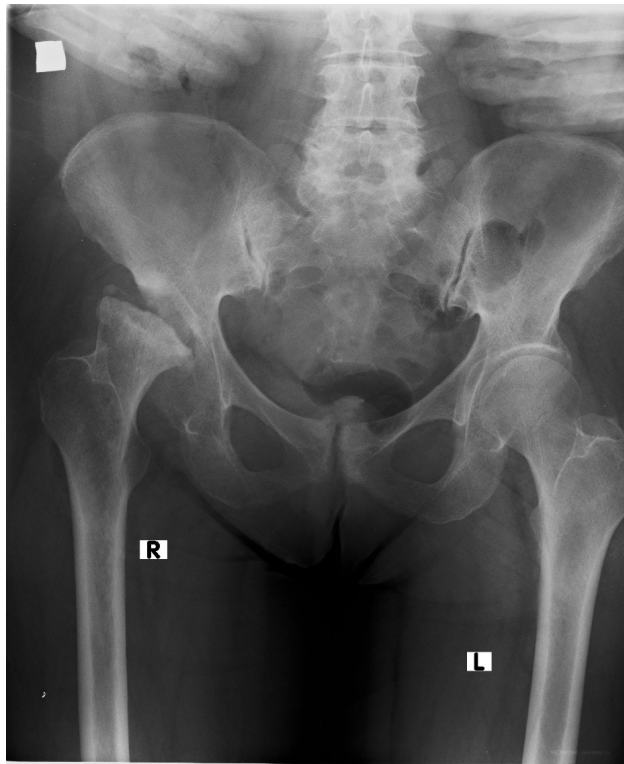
X-Ray before surgery
